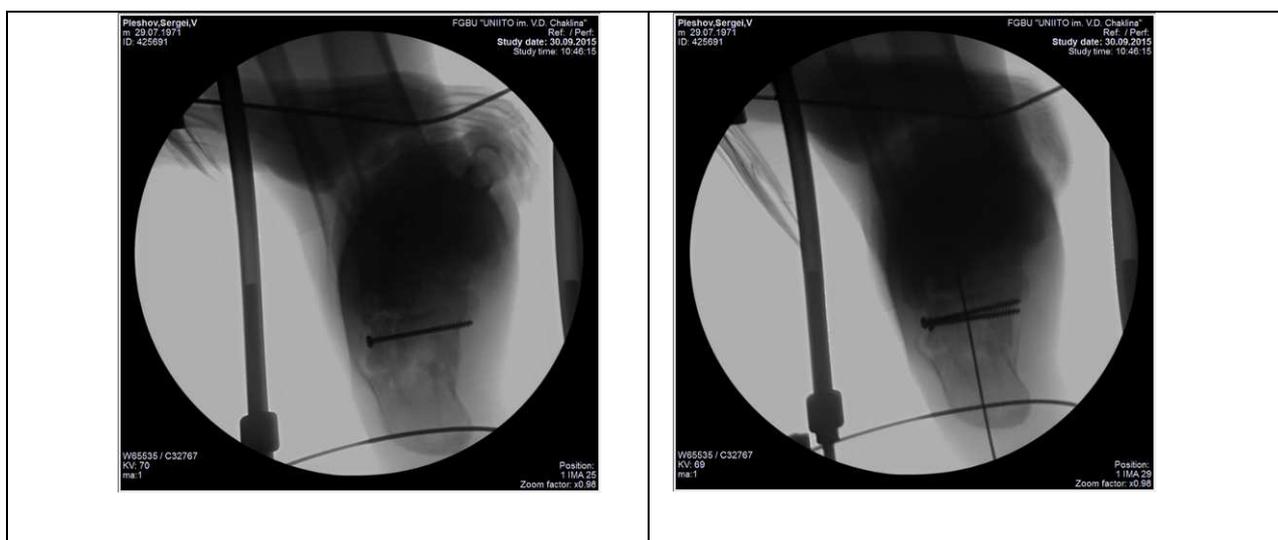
Спица проведена по оси пяточной кости в обеих рентгенологических проекциях*
